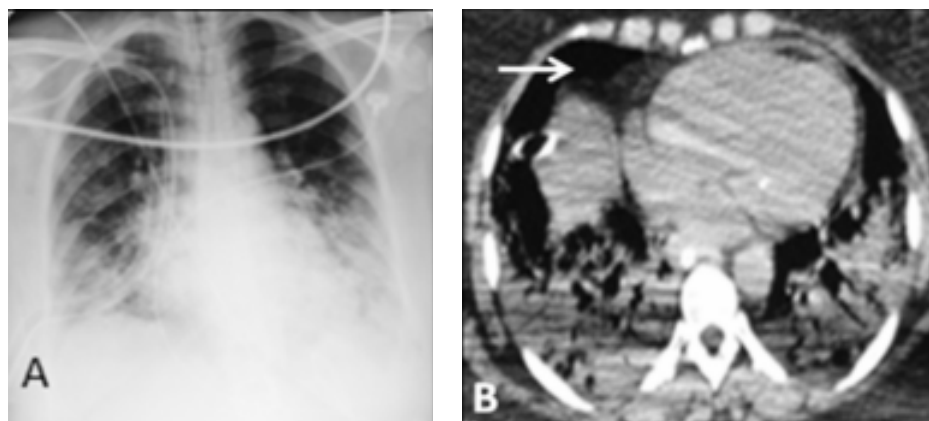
A. Radiografía de tórax AP en donde se observa condensación pulmonar bilateral, sin evidencia de neumotórax. B. TAC de tórax del mismo paciente. Se observa el neumotórax anterior (flecha) no evidenciado en el primer estudio.
